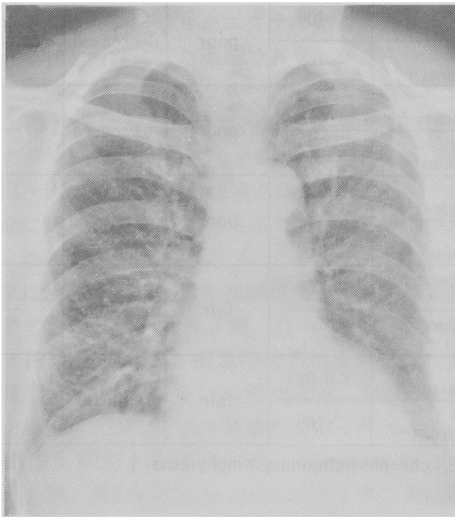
Chest X-ray before treatment in case No.5
